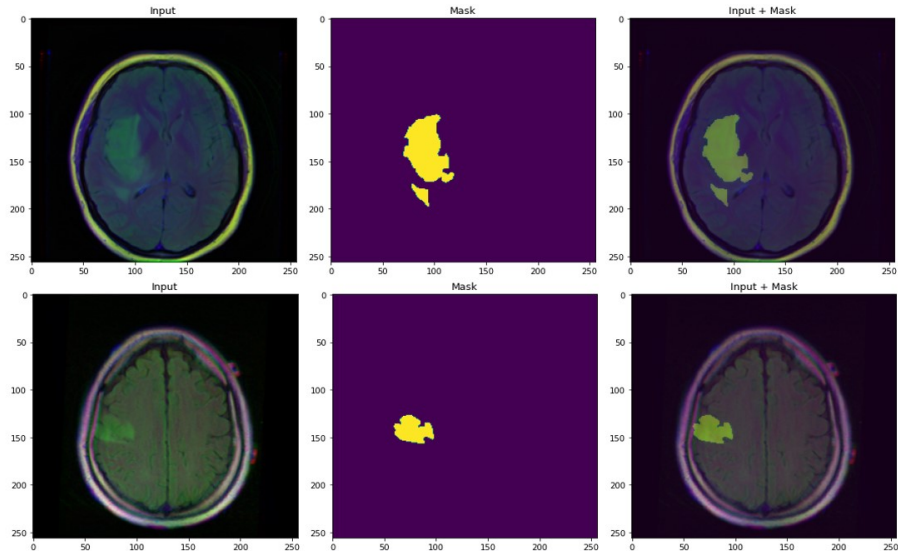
Imagen y máscara Brain MRI segmentation[54]
